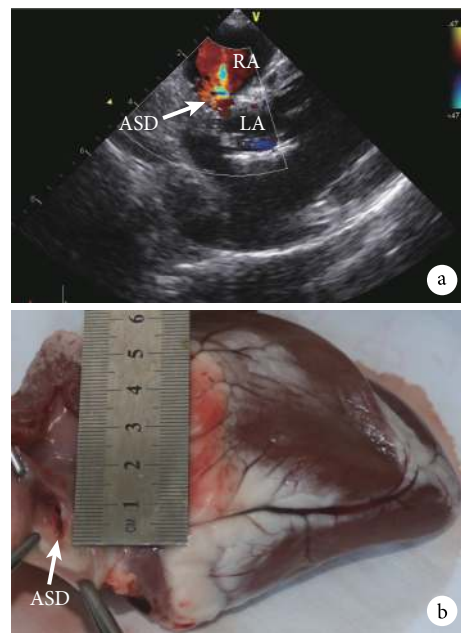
房间隔缺损模型超声 (a) 及大体表现 (b)
